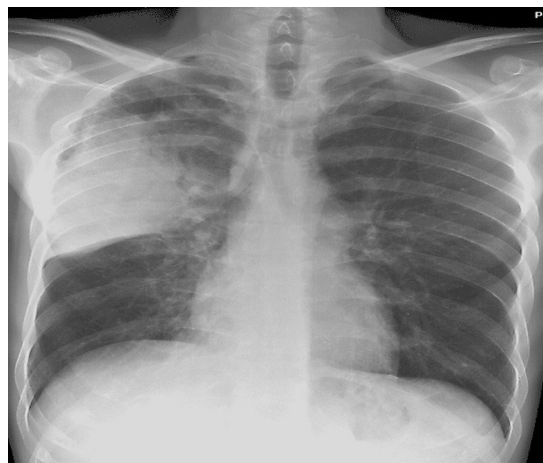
Proyección posteroanterior de radiografía de tórax, donde se aprecia condensación en el lóbulo superior derecho.
